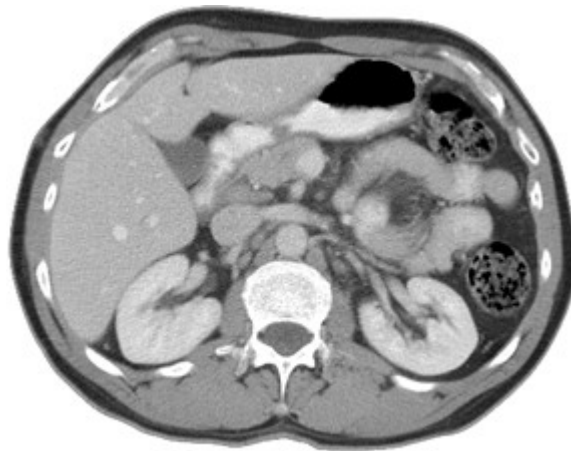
Computer tomografie axială abdominală
